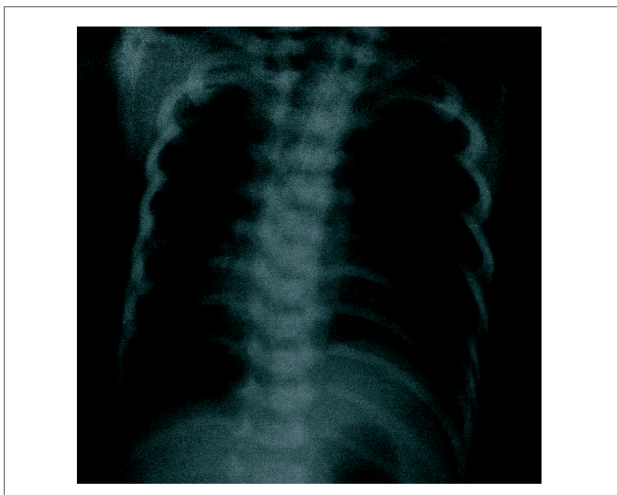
Рентгенограма органів грудної клітки після видалення дренажу по Бюлау. Легені розправлені, синуси вільні
